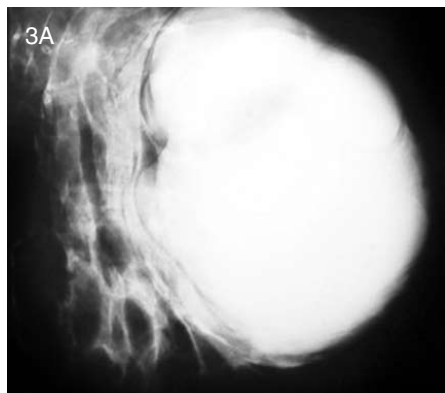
A: Mamografía: Proyección CC. B: Mamografía. Proyección OML. Localización retroareolar. C: Ultrasonografía: lesión sólida, con áreas anecoicas características.
